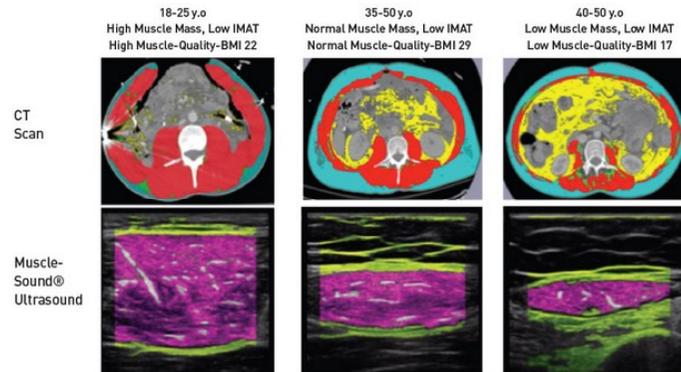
Examples of Muscle Quality and Mass evaluation via CT Scan (level L3) and MuscleSound® analyses (short-axis rectus femoris muscle) assessed at the same time.
